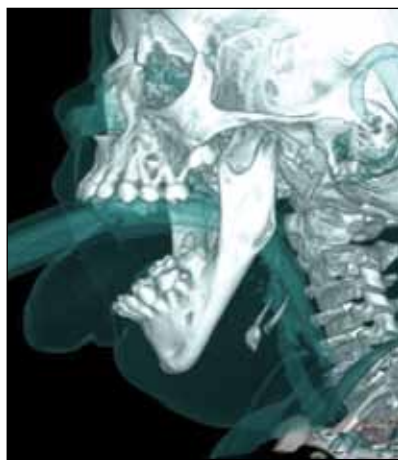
КТ в 3D-реконструкции: определяется деформация нижней челюсти, макроглоссия
